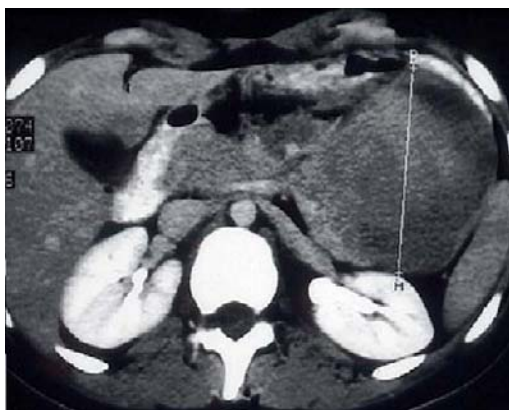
CT av desmoid tumör i mesenteriet.[4]
